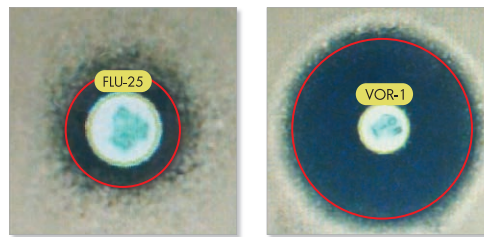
Измерение зон подавления роста на чашках с модифицированным МХА (автоматический прибор для учета результатов определения чувствительности диско-диффузионным методом).
